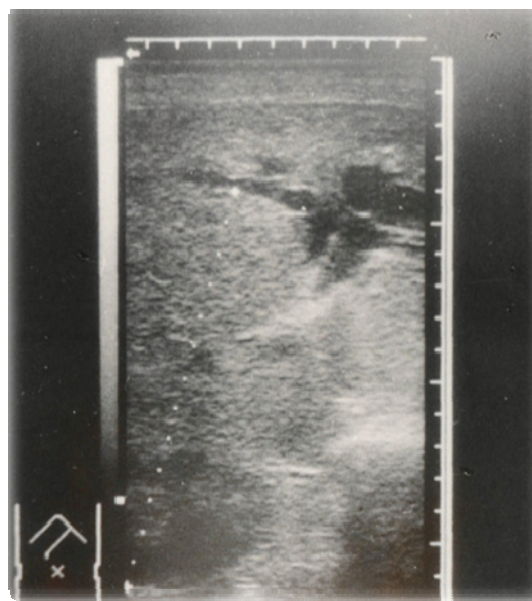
УЗИ больного С. Узел альвеококка в правой доле печени. Расширены внутрипеченочные желчные протоки
